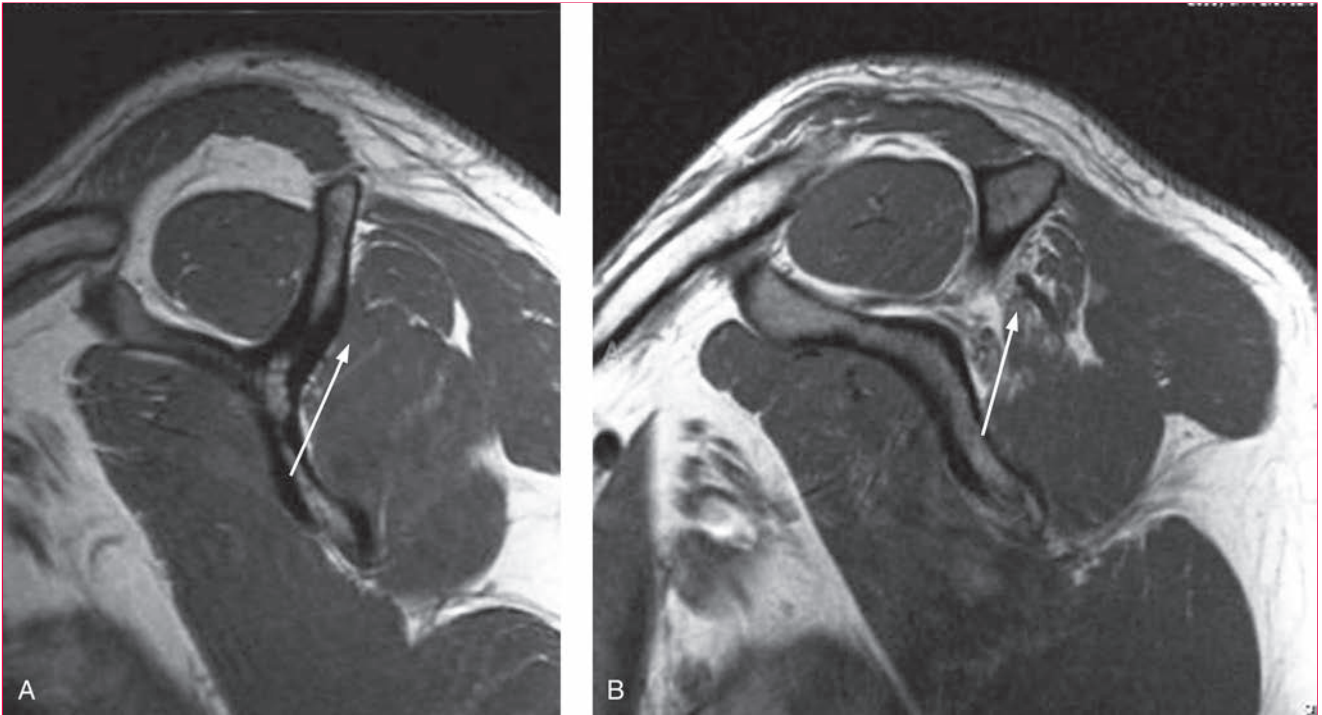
Imágenes de resonancia magnética ponderadas en T1 sagitales del hombro. A, Músculo infraespinoso normal (flecha). B, Infiltración grasa del músculo infraespinoso (flecha).
